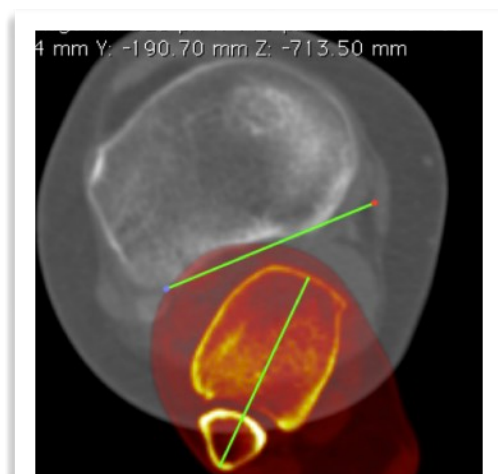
Medición de la torsión tibial. Corresponde a una superposición de imágenes de TC, en la cual se traza una línea que une el borde posterior de los platillos tibiales a nivel de la inserción del ligamento cruzado posterior. (39)
